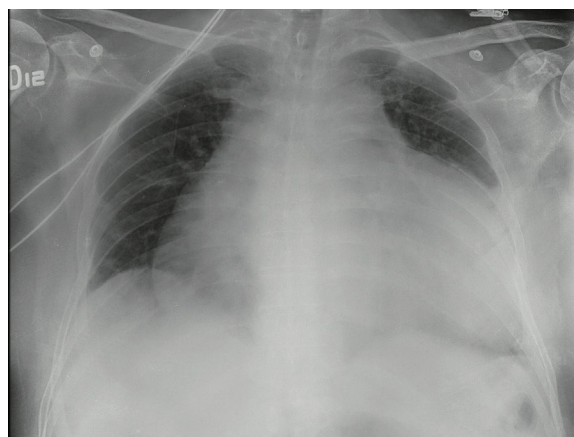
Radiografía del tórax en proyección AP con aumento marcado de la silueta cardiaca, espacios pleurales libres y sin infiltrados parenquimatosos.
